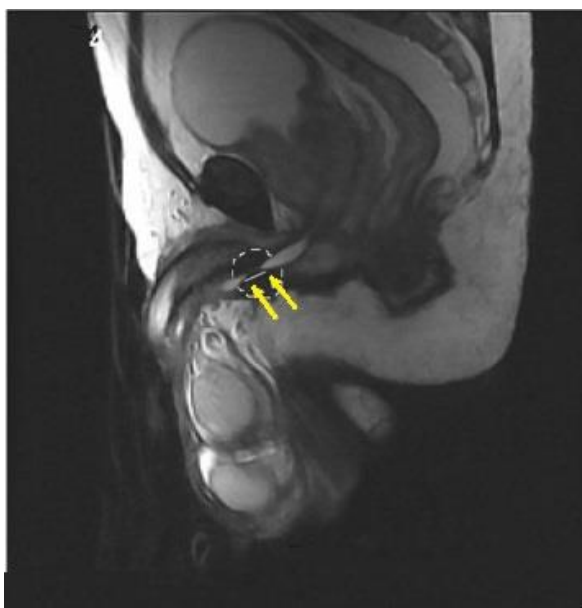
МРТ, сагиттальная проекция. Стрелки – короткая стриктура бульбозного отдела уретры. Собственное наблюдение
